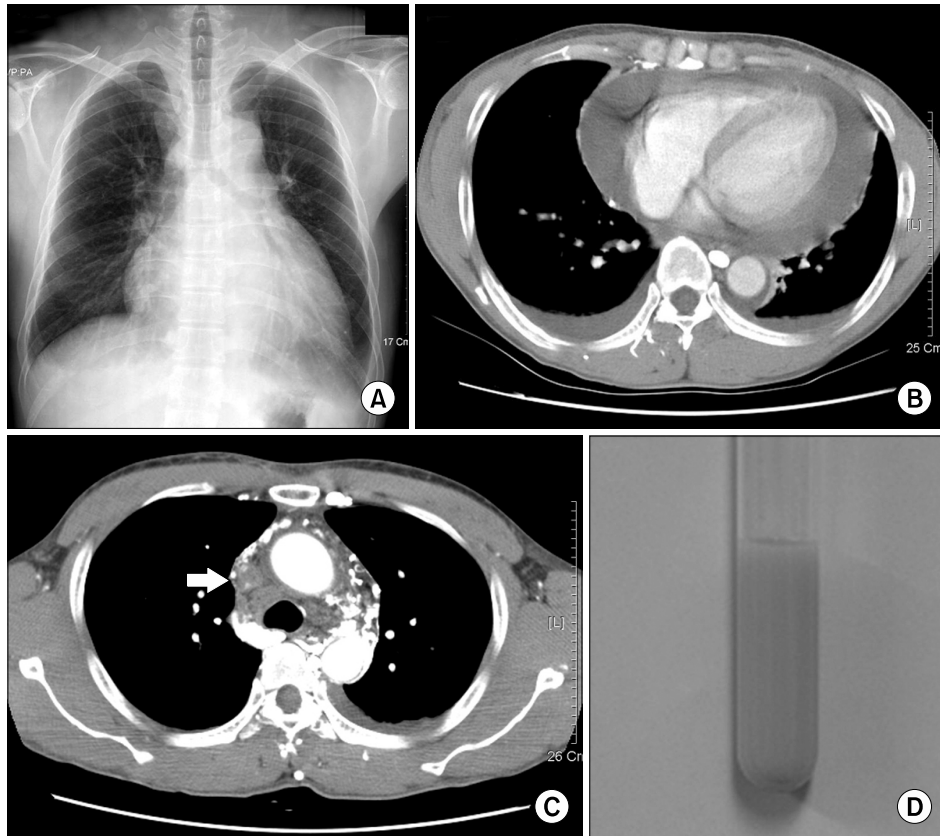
Chest X-ray at admission showed enlargement of the cardiac shadow and blunting of both costophrenic angle (A). Computed tomography (CT) of chest revealed large pericardial effusion and both pleural effusion (B), and there was total thrombotic occlusion at below level of aortic arch (arrow) (C). We obtained chylous fluid by pericardiocentesis (D).
